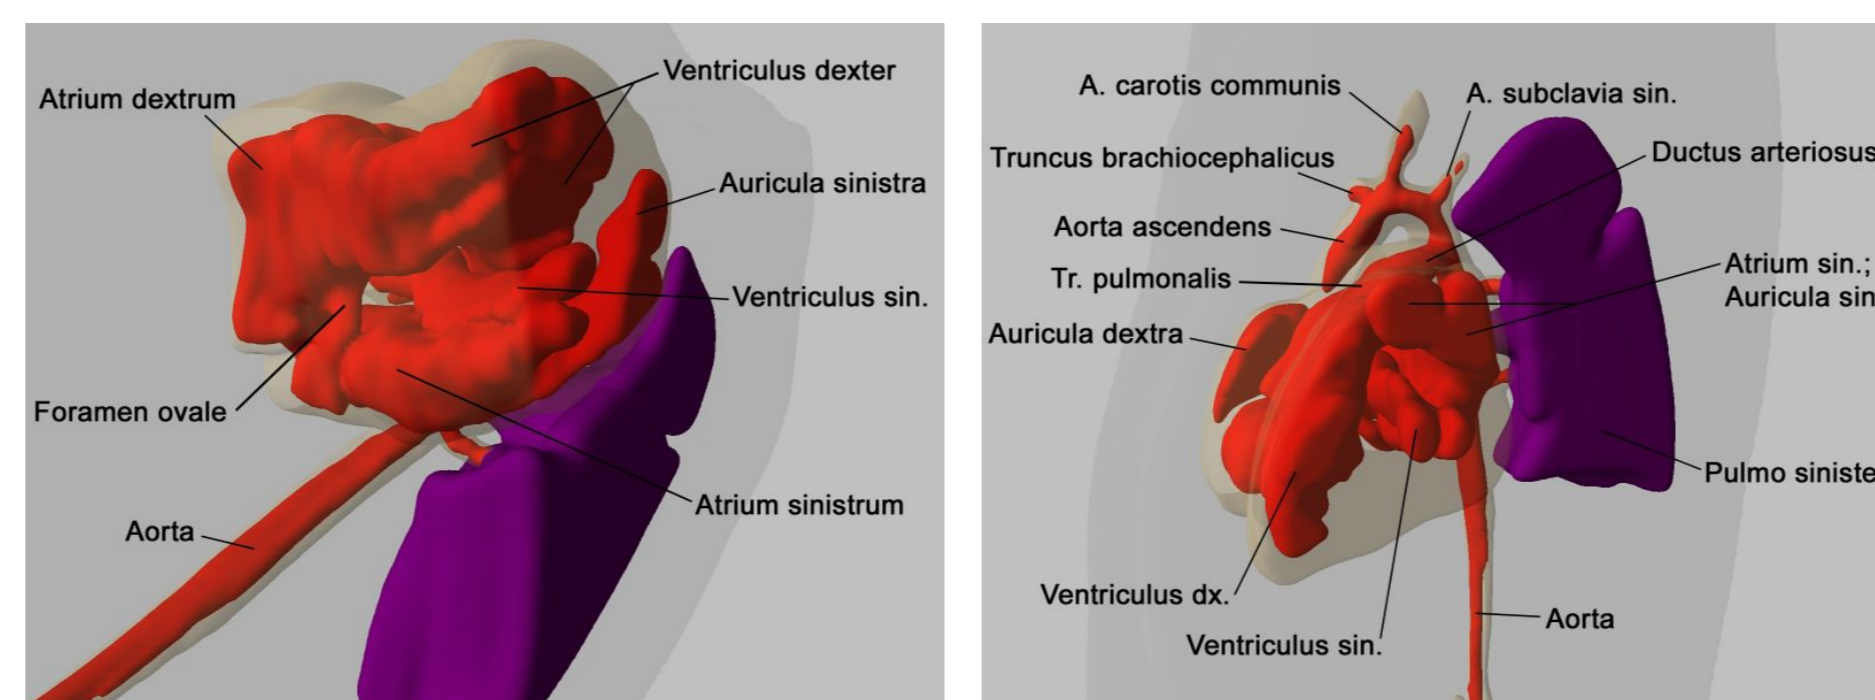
Žena 58 mm TK, rekonstrukce vnitřku srdečních oddílů.
